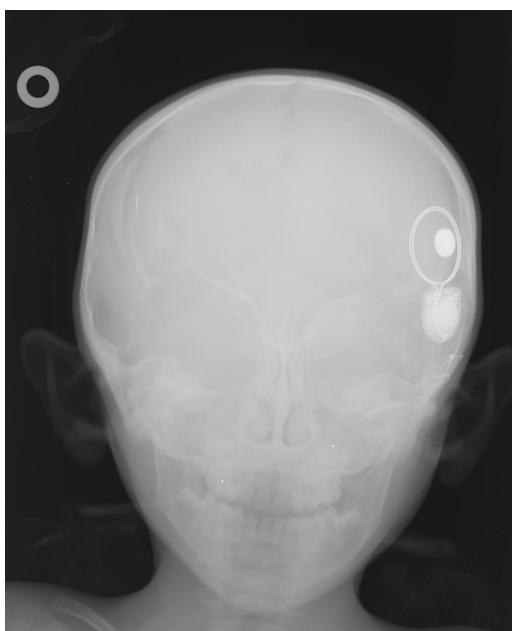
Radiografia pré-operatória do paciente.
